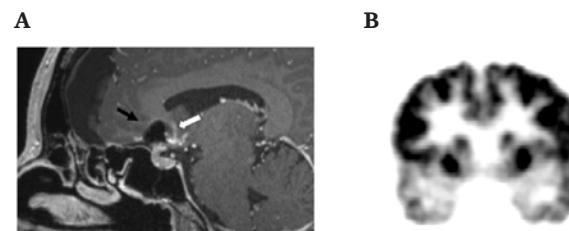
(A) MRI of the brain shows post-surgery clipping artifact (black arrow) and basal forebrain lesions (white arrow). (B) coronal FDGPET of the brain showed small bilateral but also predominating on the right-side frontomesial, temporomesial and temporopolar hypometabolism.
